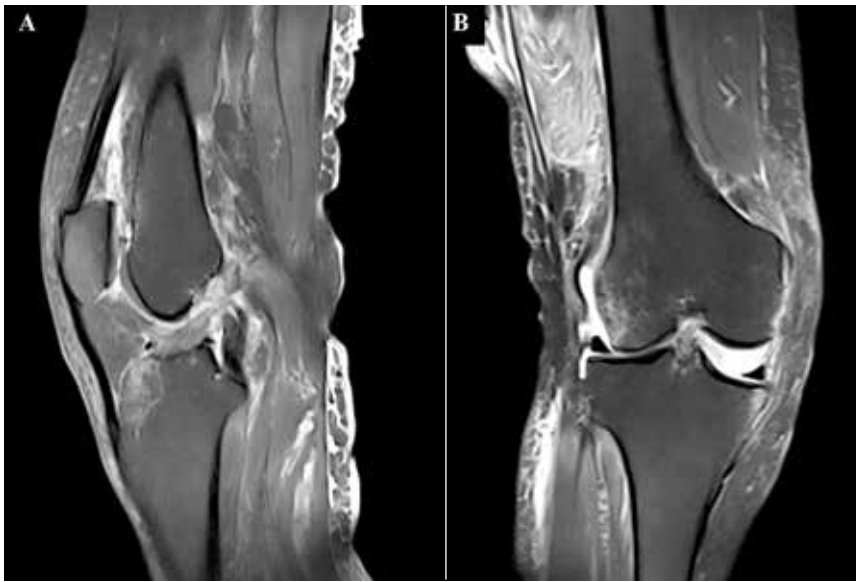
Resonancia magnética nuclear de rodilla derecha. A: Corte sagital, se observa la ruptura total del LCP y la ruptura parcial del LCA. B: Corte coronal, se visualiza la ruptura del LCM, elongación capsular y edema óseo en el cóndilo femoral externo.
